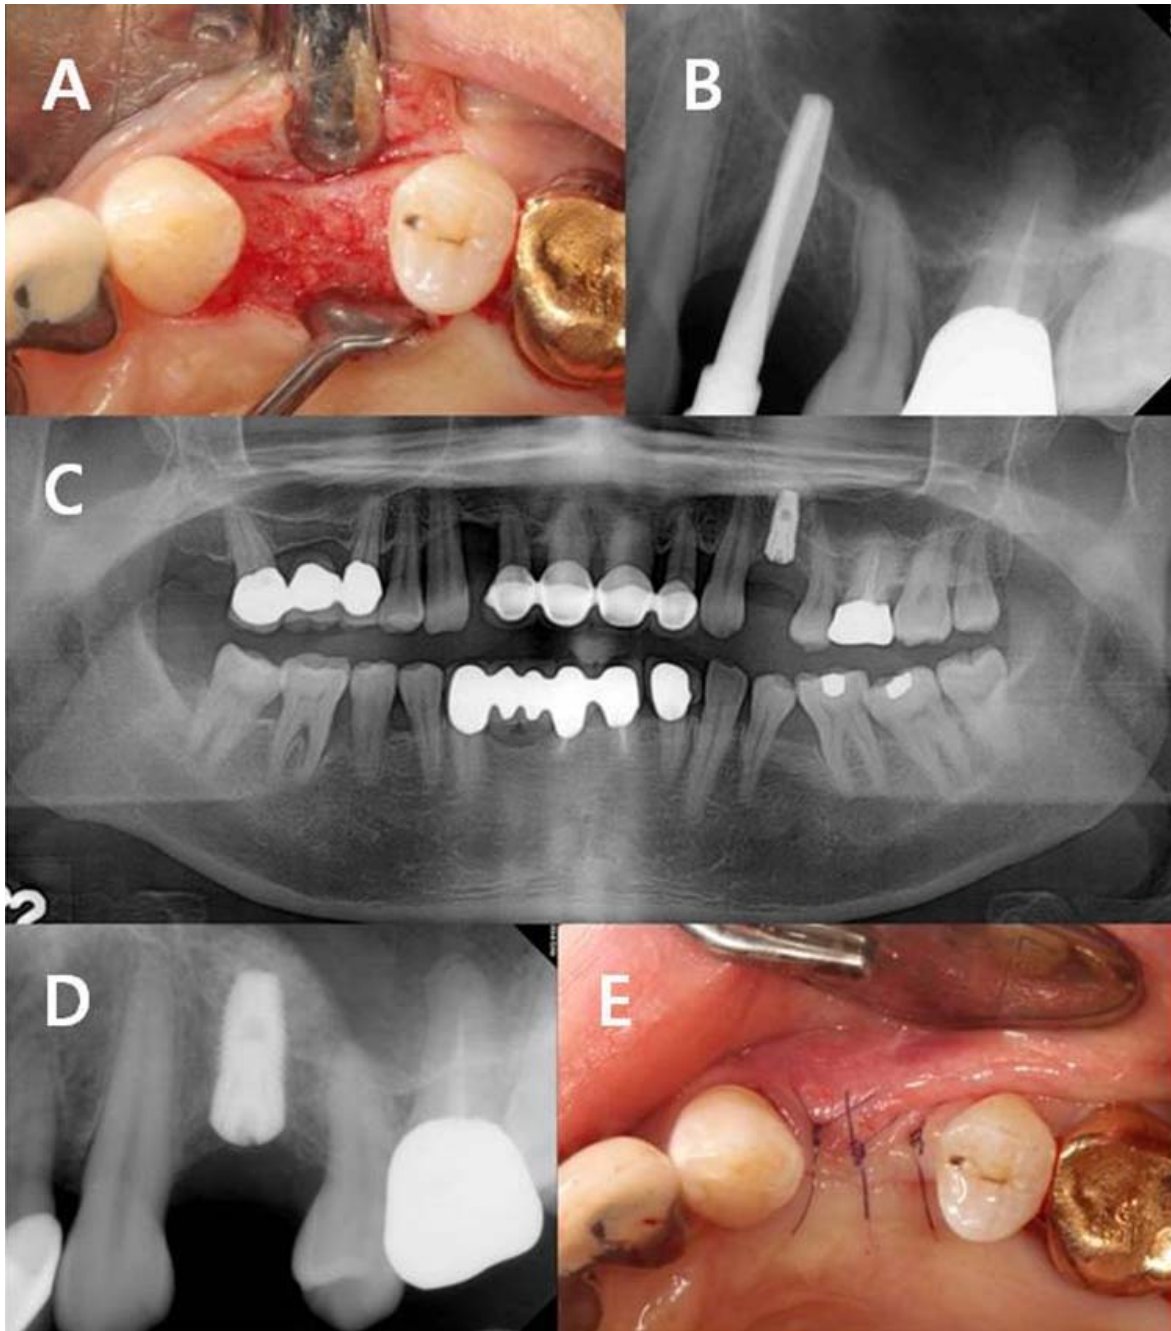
Intraoral photographs and radiographs at implant placement (A) the grafted site was healed well without bony defect or residual graft material, (B) greenstick fracture of sinus floor, (C, D) implantation with bone-added osteotome sinus floor elevation was performed, (E) suture.
